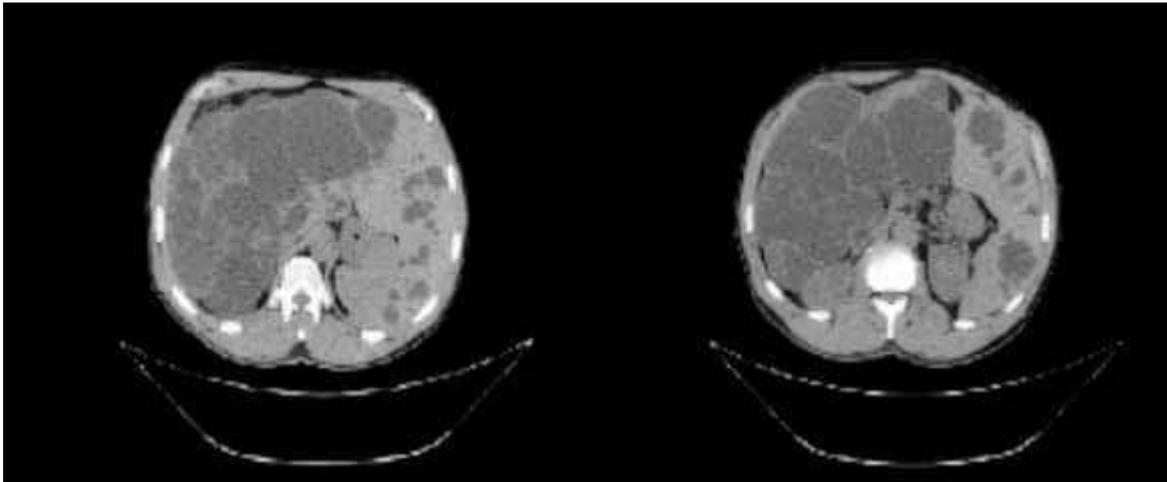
Tomografía computarizada simple de abdomen donde se observa múltiples quistes hepáticos.
